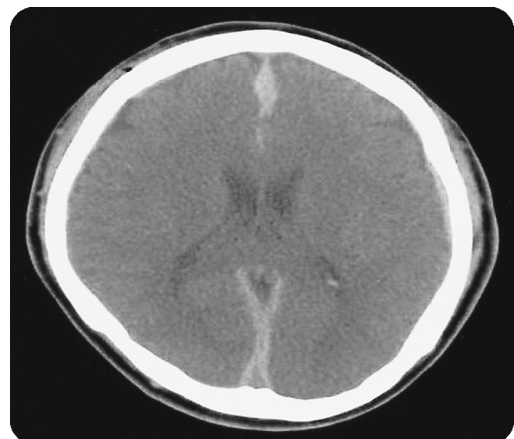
Initial non-contrast CT scan after head injury showed subdural hematoma in the left temporoparietal area and interhemispheric fissure.
